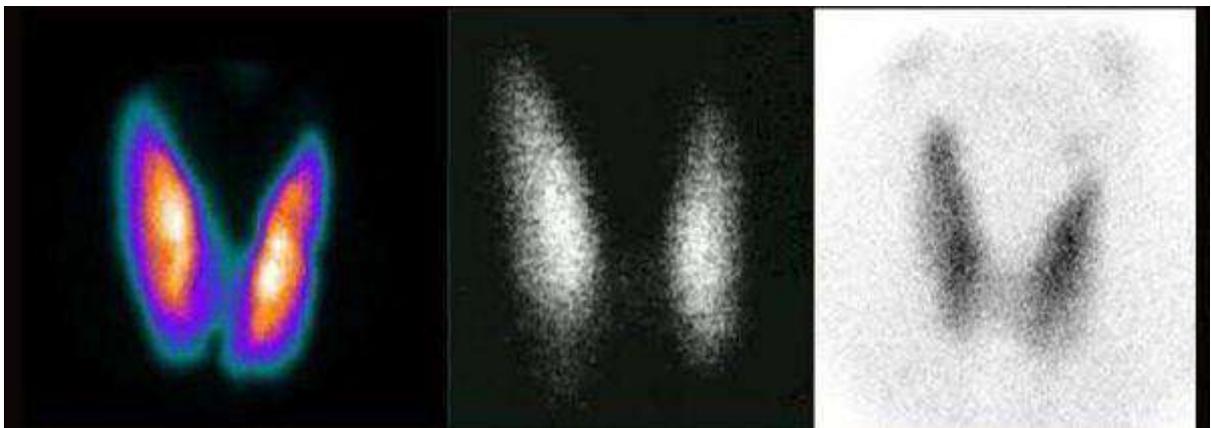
scintigraphie thyroïdienne normale (17)
